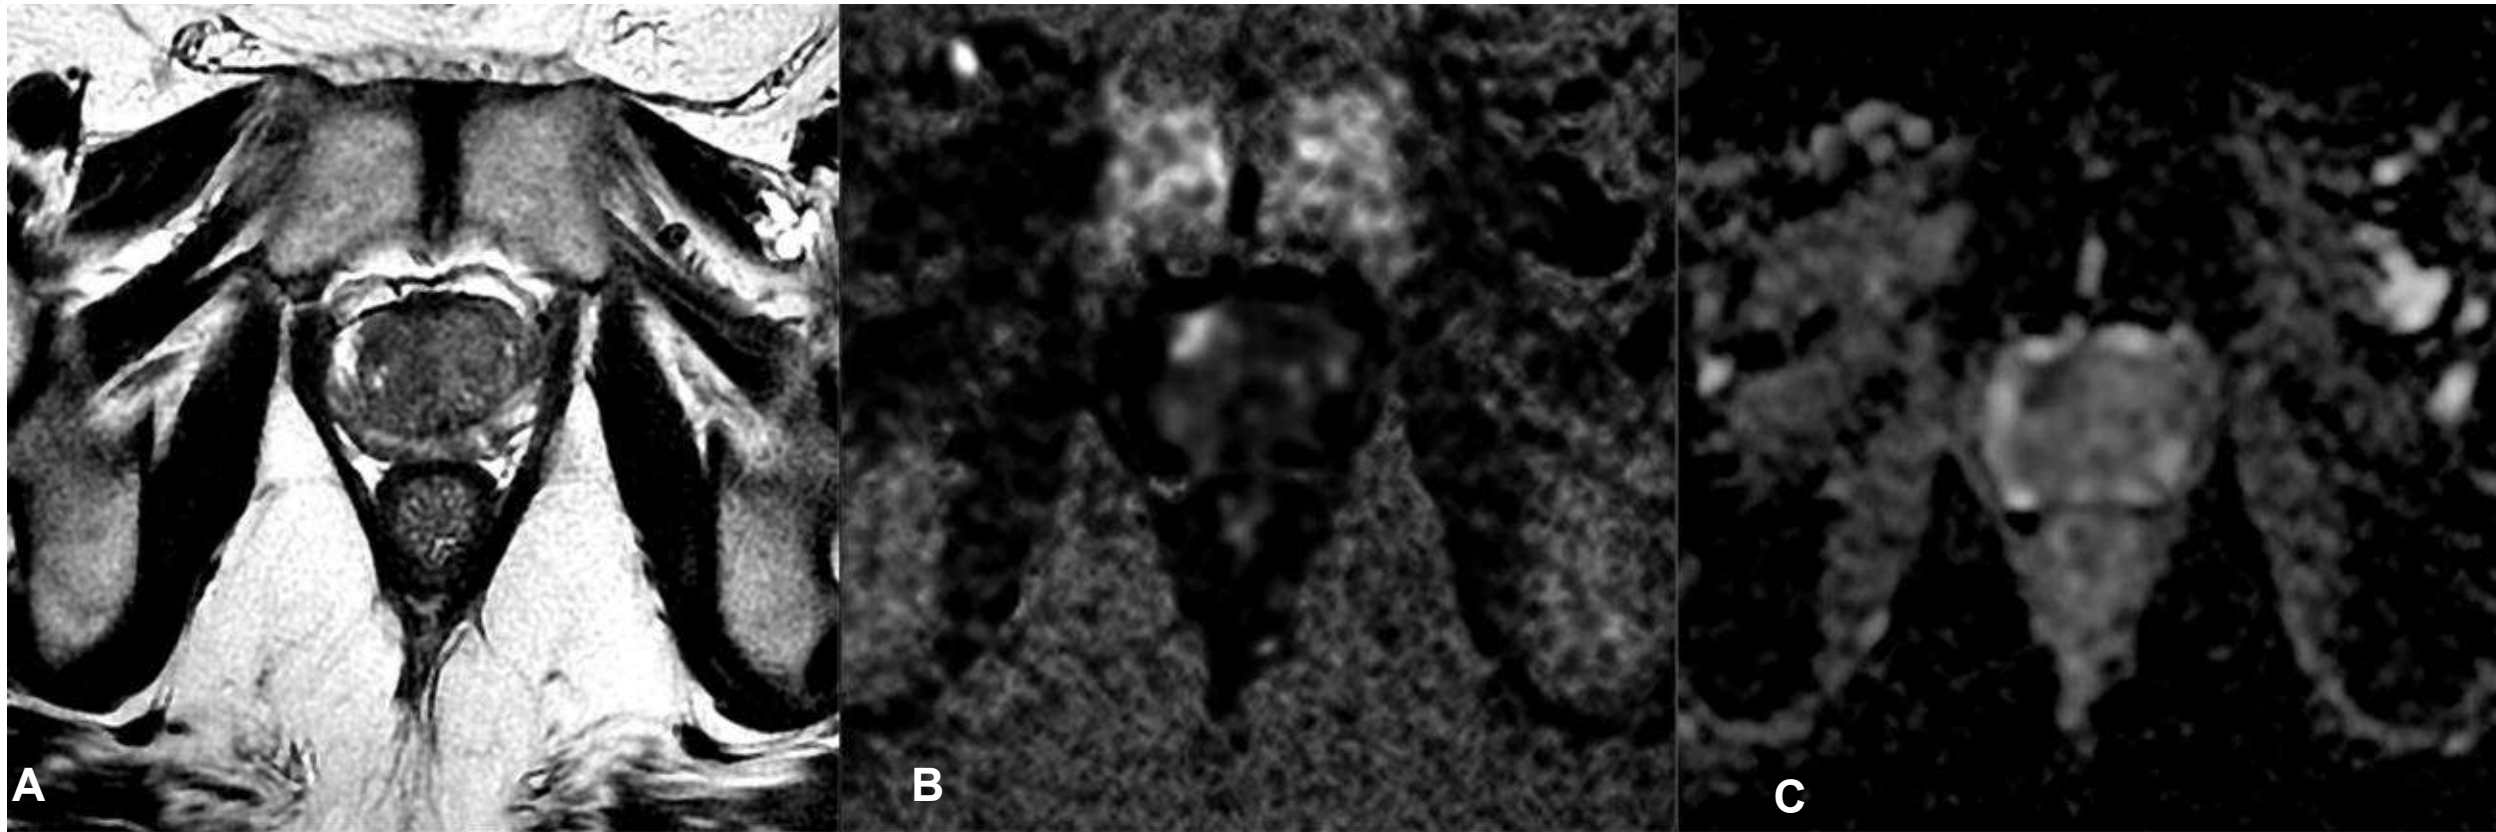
Paciente con ADC Gleason 3+4=7, en el cual se logró identificar la lesión clínicamente significativa utilizando un análisis biparamétrico únicamente con la secuencia T2 (A), DWI (B) y mapa de ADC (C).
